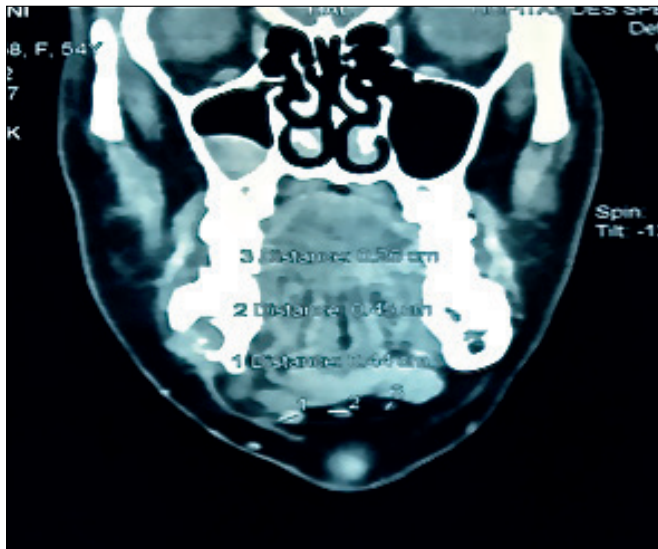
CT-scan avec injection de produit de contraste coupe coronale montrant un processus lésionnel mandibulaire droit lytique.
